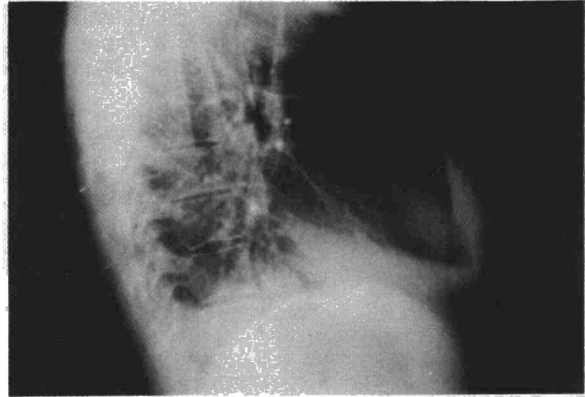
A.G. Radiografía lateral del mismo caso. Hueso en bronquio intermedio.
